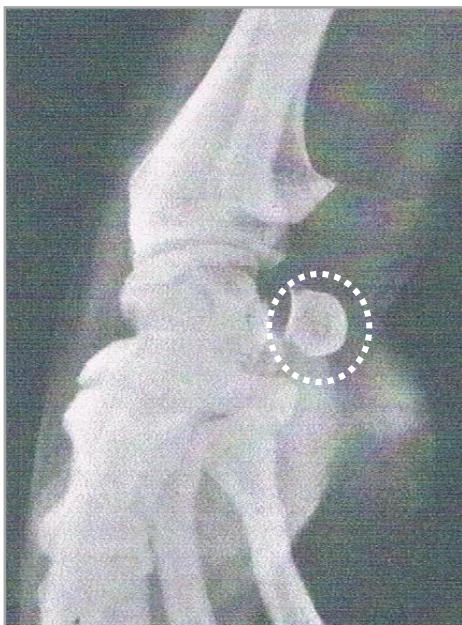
Radiographie de profil montrant l'os pisiforme repoussé en avant par le kyste développé au dépens de l'articulation hamato-triquétrale. (D'après C. Maynou, H.Messdagh) Ann Chir Main 1997.
